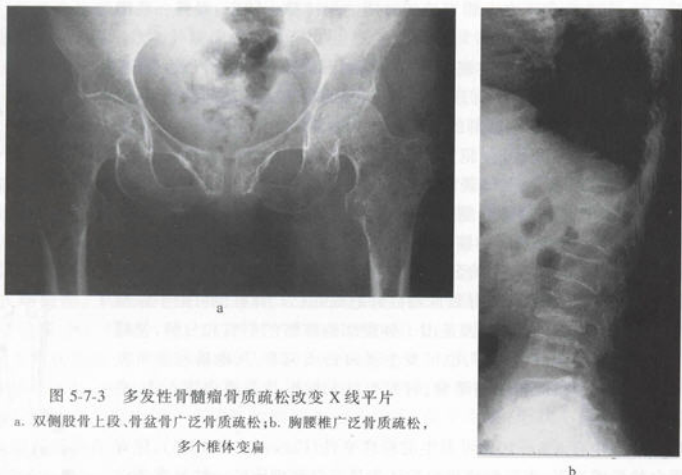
多发性骨髓瘤骨质疏松改变 X 线平片
